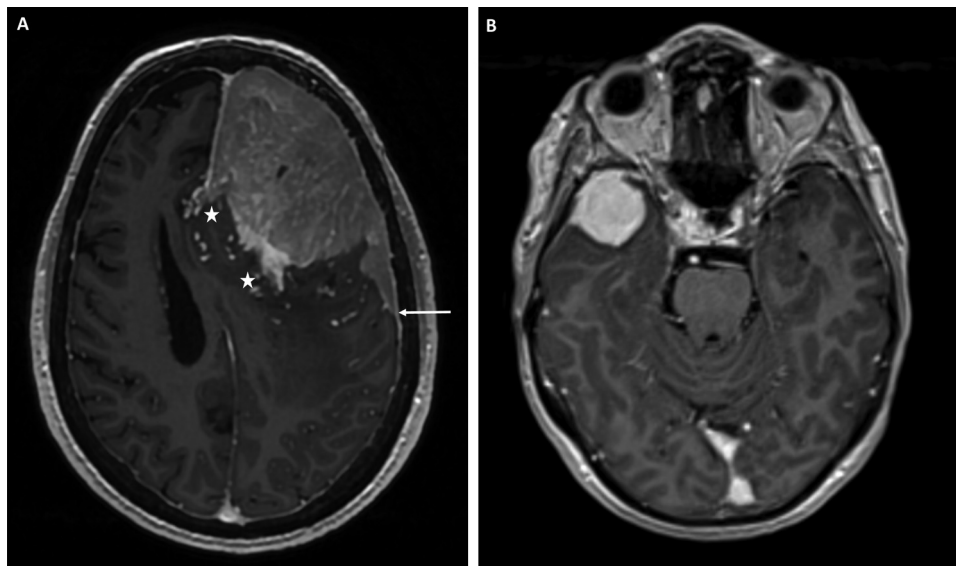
A. Exemples de l'aspect en IRM (séquence T1 après injection de gadolinium) d'un méningiome frontal gauche invasif au niveau du cortex cérébral (étoiles blanches). Notez l'aspect plus hétérogène de la prise de contraste et la présence du signe de la queue de comète (Flèche blanche). B. Exemples de l'aspect en IRM (séquence T1 après injection de gadolinium) d'un méningiome temporal droit.
